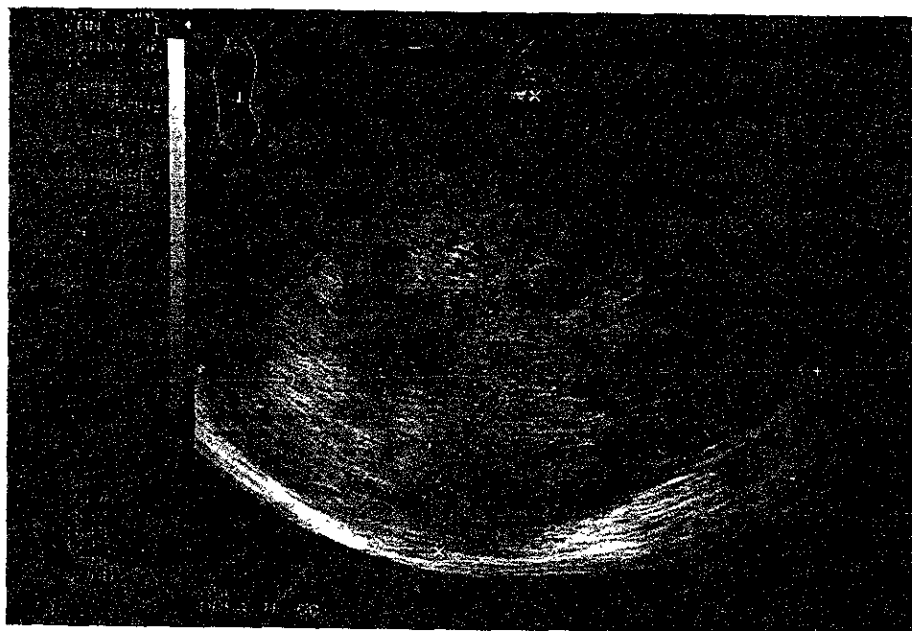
Ultrasonido abdominal con transductor sectorial; donde se observa imagen heterogénea de bordes irregulares que se encuentra hacia la región subfrénica izquierda y que corresponde al estómago del mismo paciente de la figura 1.
